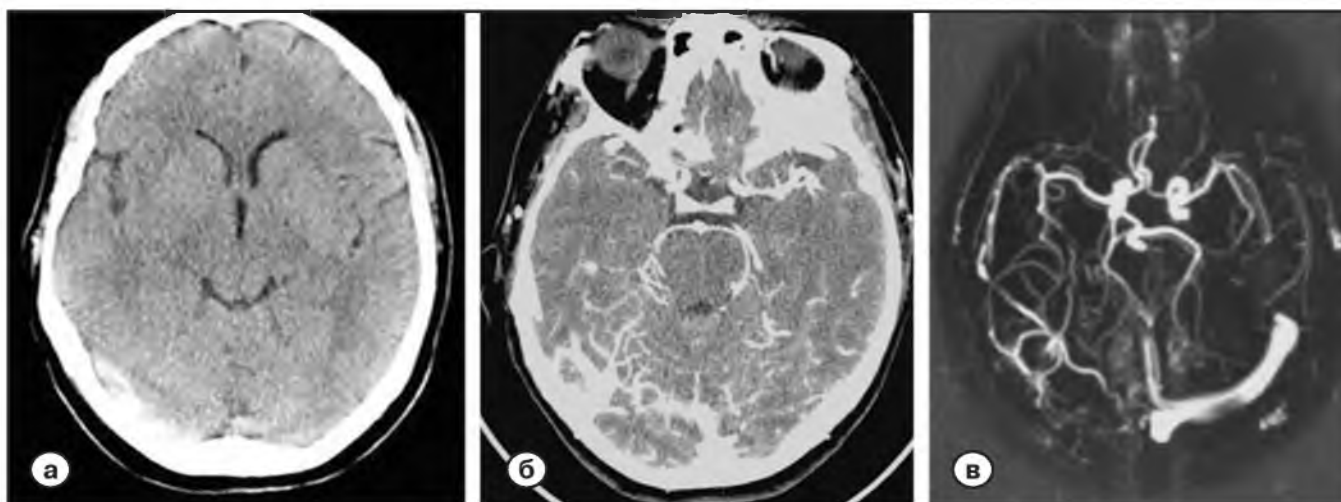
Симптомы церебрального венозного синустромбоза при окклюзии правого поперечного синуса: гиперденсного сосуда на нативном изображении (а); стоп-контраста при МСКТ-ангиографии (б) и при МР-ангиографии (в).
